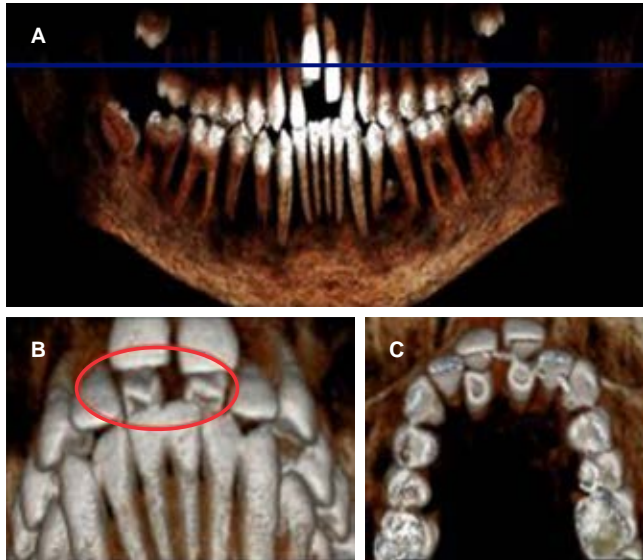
CBCT de reconstrucción. A) Corte ortopantomográfico. B) Vista en dirección inferosuperior de la región anterior, donde se visualizan los dientes supernumerarios (en un círculo rojo). C) Vista oclusal del maxilar.
